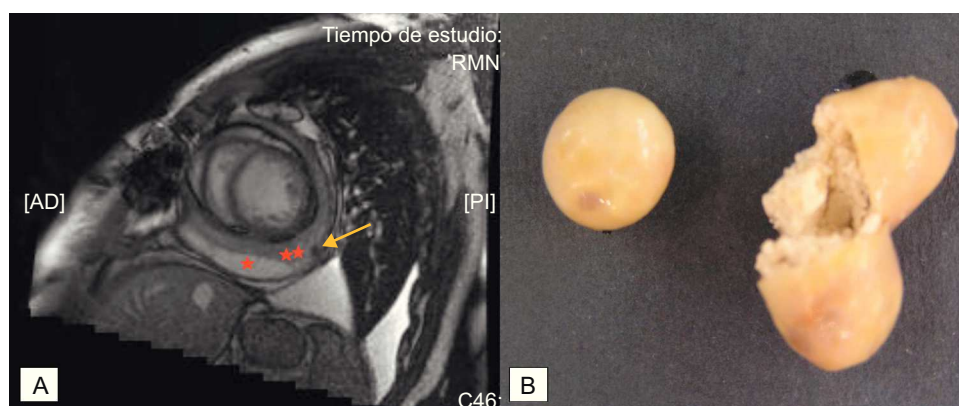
Resonancia magnética cardíaca de un paciente con pericarditis constrictiva. A: imagen de cine eco de gradiente en plano de eje corto; derrame pericárdico (*), engrosamiento pericárdico () e imagen nodular hipointensa de 1,5 cm de diámetro (flecha), correspondiente con masas rellenas de material, en el que se cultivó *Propionibacterium acnes* (B). AD: anterior derecha; PI: posterior izquierda; RMN: resonancia magnética nuclear.
